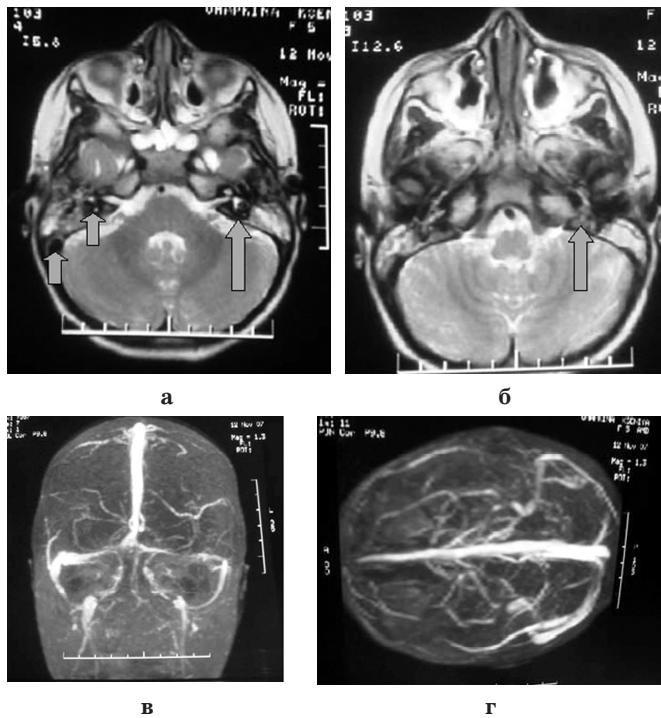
Больная О.: МРТ – реканализация правого латерального синуса и яремной вены (короткие стрелки), и тромбоз левой яремной вены (длинные стрелки) (а, б); МРВ – реканализация правого латерального синуса и яремной вены, тромбоз левого поперечного синуса, недостаточная визуализация левой яремной вены (в, г).
